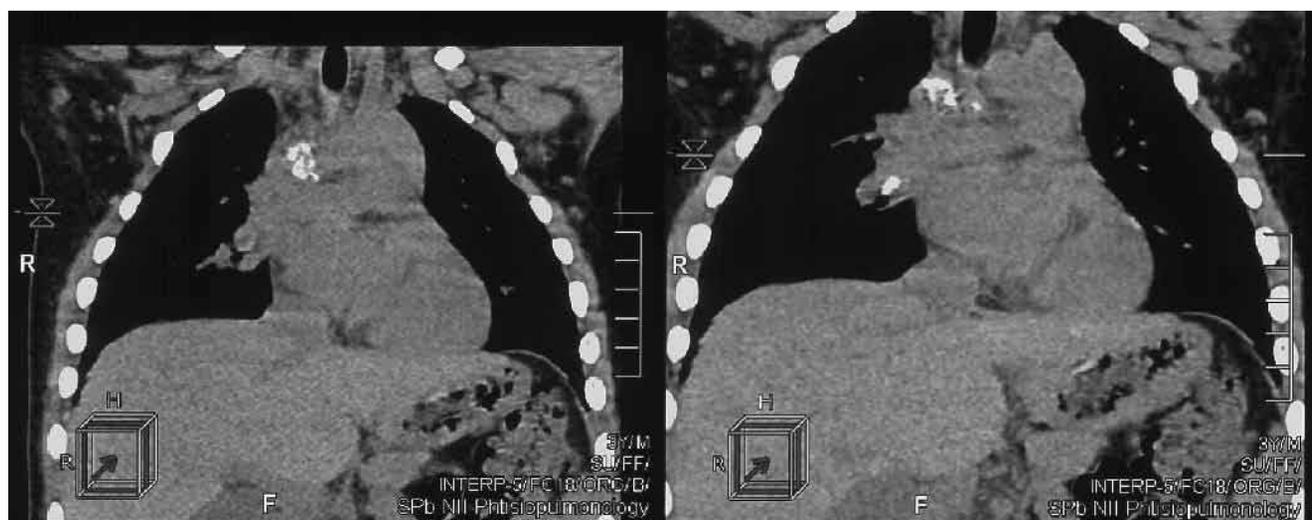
МСКТ ребенка 4 лет с множественными кальцинатами в паратрахеальной, бифуркационной, бронхопьюльмональной группах
